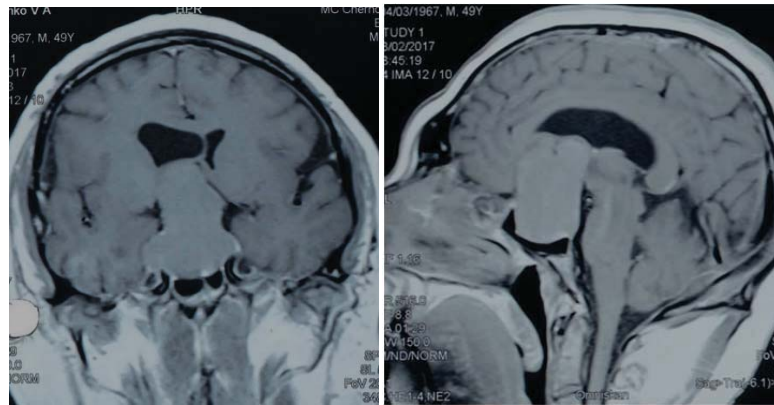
Предоперационная МРТ головного мозга: на фронтальных сагиттальных срезах отмечается гигантская эндо-супра-латеро(D, S)селлярная аденома гипофиза.
